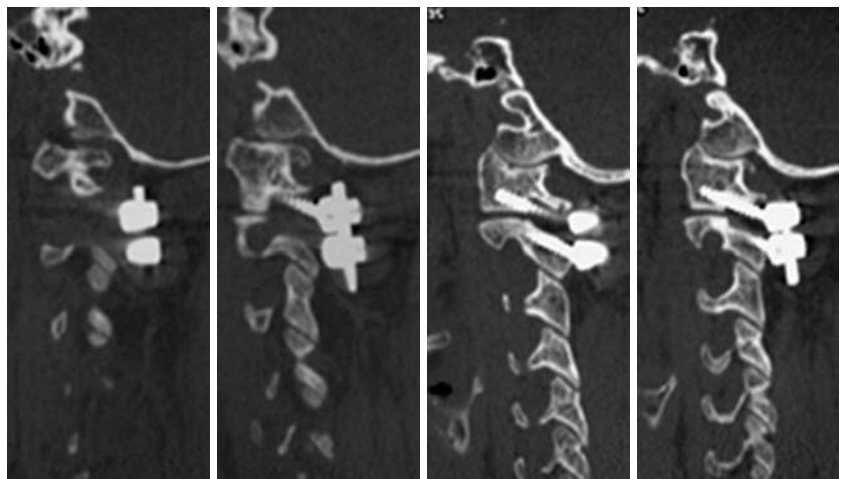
Рентгенограмма. Шейный отдел позвоночника. Фиксация стабилизирующей системой на уровне C_1 и C_{II} позвонков.
